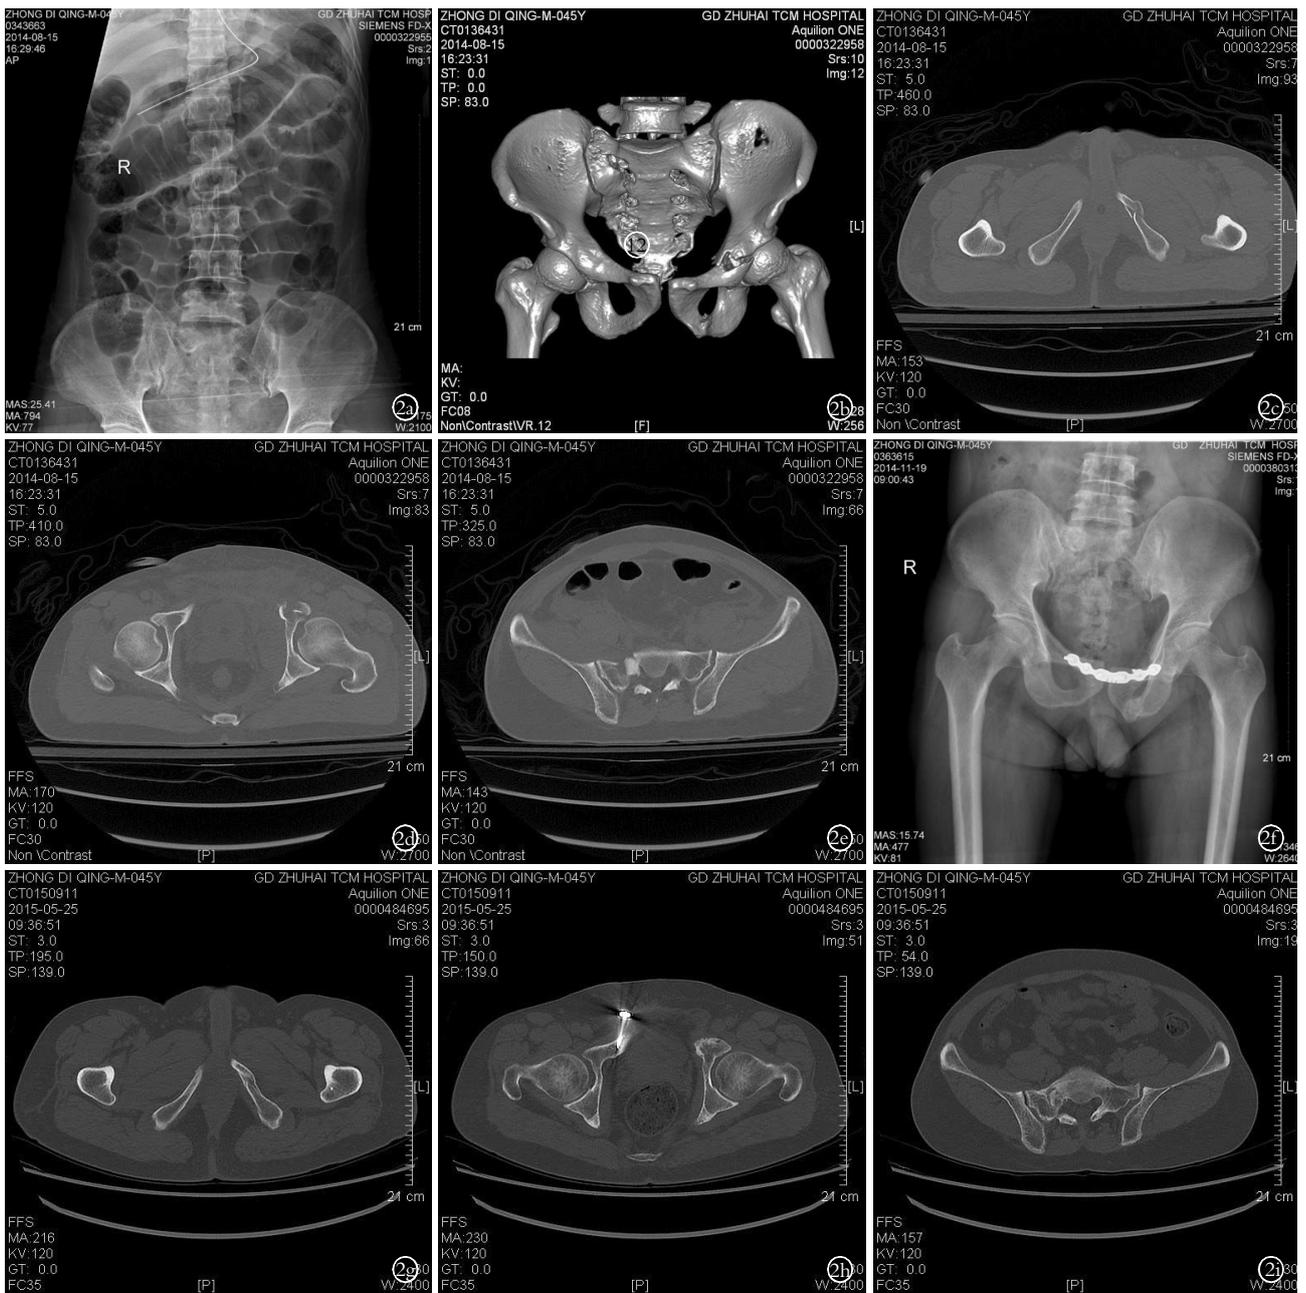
女, 45 岁, 车祸伤, 左耻骨上、下支移位骨折并右侧骶骨骨折 2a. 骶髂关节正位片未见右骶骨骨折 2b, 2c, 2d, 2e. CT 提示左耻骨上、下支移位骨折及骨盆后环损伤(右骶骨骨折) 2f. 术后 3 个月 X 线片示左耻骨下支骨折骨痂形成 2g, 2h, 2i. 术后 8 个月 CT 示左耻骨上下支骨折及右骶骨骨折骨性愈合
